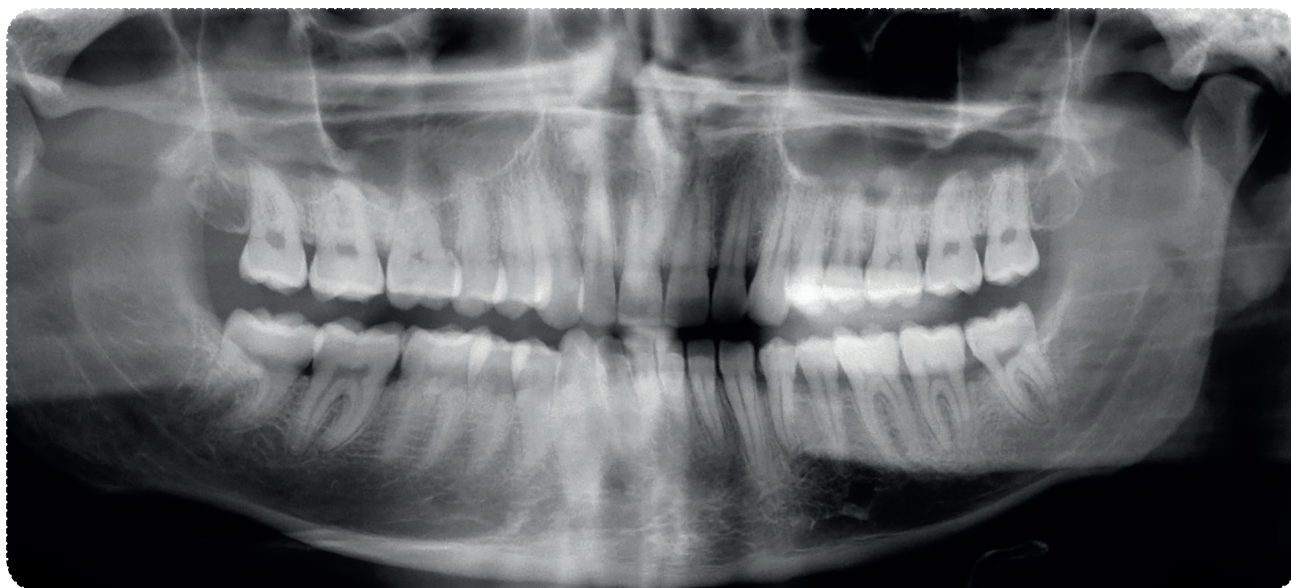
Пациент И., 24 года. Панорамная рентгенограмма.
